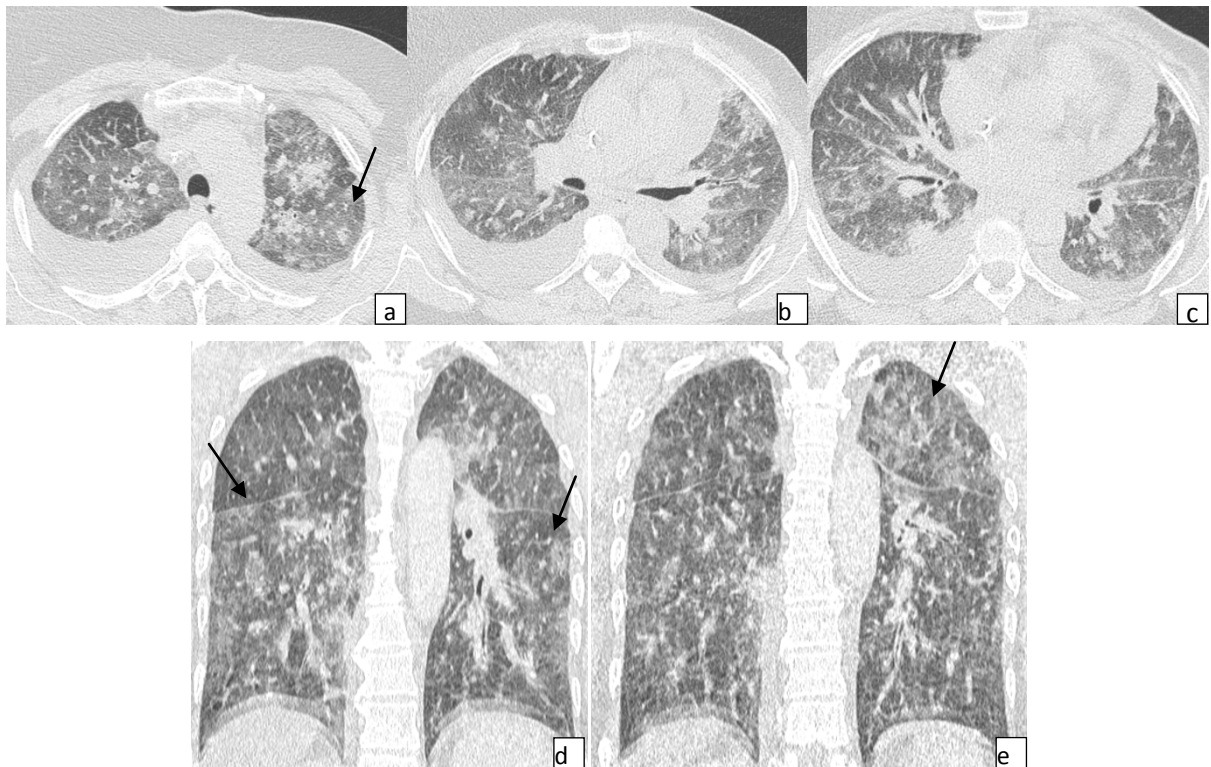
TDM fenêtre parenchymateuse en coupes axiales (a, b, c) et en reconstructions coronales (d, e): Verre dépoli diffus des deux hémichamps pulmonaires dans le cadre d'une pneumopathie médicamenteuse.
